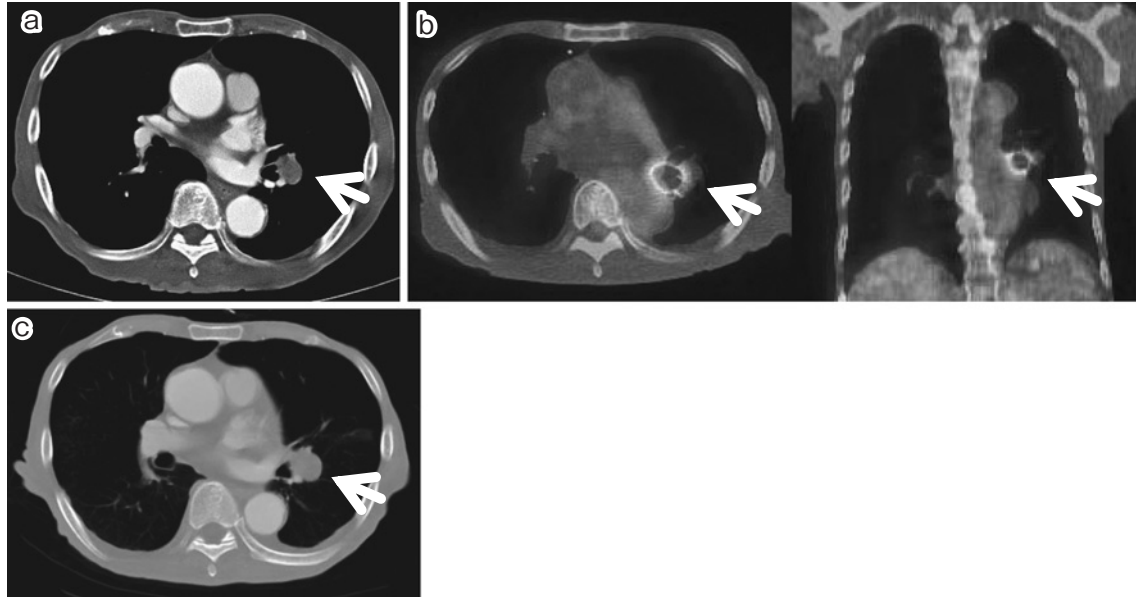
Contrast-enhanced chest CT and FDG-PET on admission.
